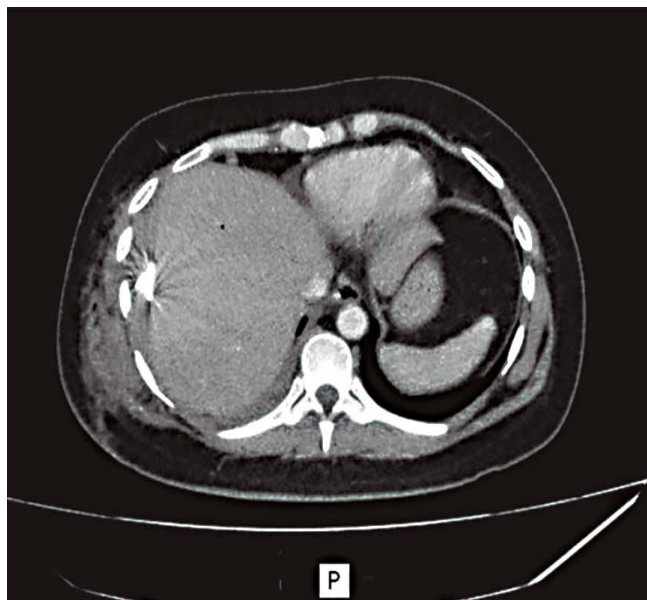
TC de abdomen posterior al drenaje percutáneo de la colección: a la derecha se observa el drenaje colocado en primera instancia, visualizándose la evacuación clara del componente líquido de la colección. A la izquierda se observa el nuevo drenaje colocado para evacuar el líquido y el aire residual.
